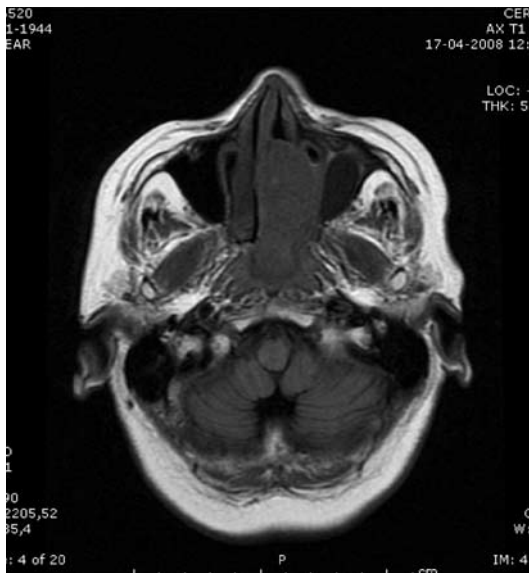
RM T1 axial. Tumor hipointenso, de carácter expansivo
